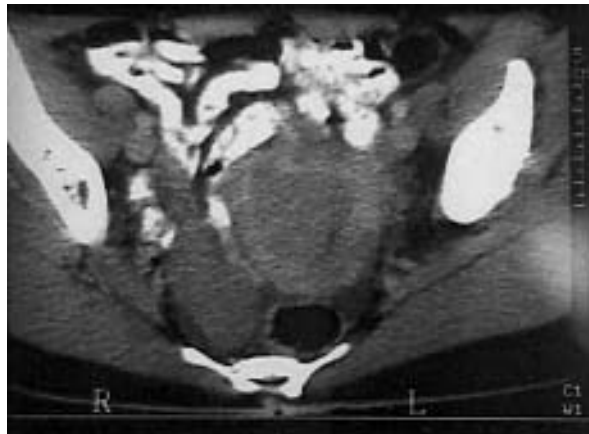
Tomografía computarizada (TC) de una masa parauterina derecha, sólida, heterogénea, de 5,5 × 3 × 3 cm.
